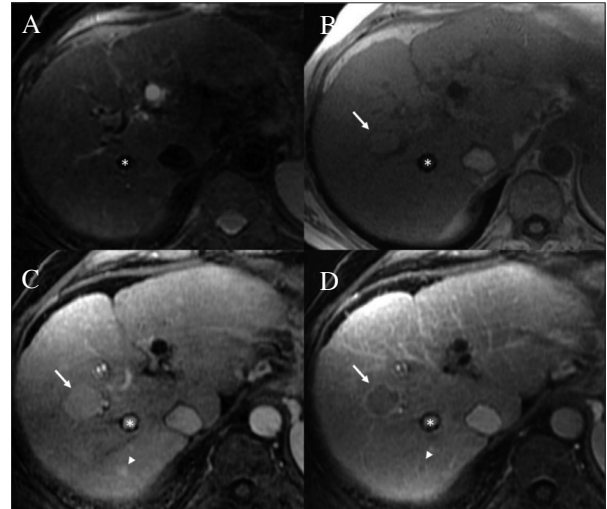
RM con gadolinio extracelular de un paciente varón de 65 años con cirrosis e hipertensión portal. Se observan dos lesiones nodulares en los segmentos VII (cabeza de flecha) y VIII (flecha). Estas no son visibles en secuencias pT2 (A). La mayor (flecha) muestra un halo hipointenso en T1 (B). Ambos muestran hiperrealce arterial (C) y lavado precoz central en fase tardía (D). El anillo negro con realce central en C y D es un TIPS\* (adaptado de cita 29).
